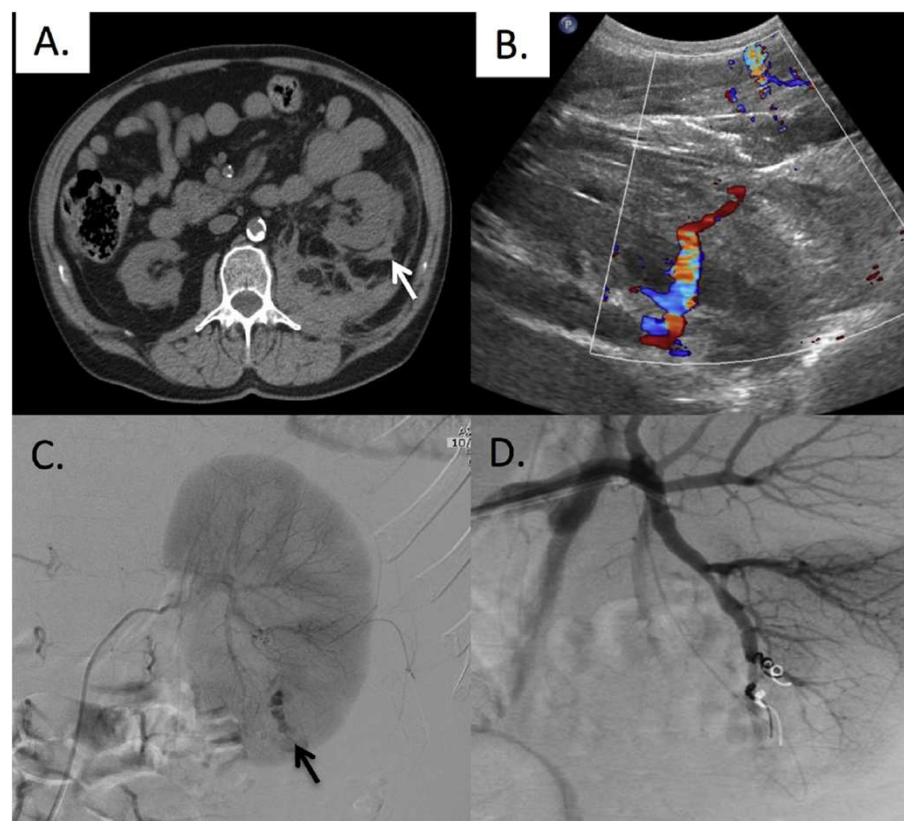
Imágenes donde se muestra sangrado como complicación de la biopsia. En el TC abdominal se identifica un sangrado retroperitoneal adyacente a riñón izquierdo (A). La ecografía doppler muestra sangrado activo tras biopsia (B). Fluoroscopia muestra sangrado persistente (C). Embolización con coils del vaso sangrante (D). Luciano L. et al. Am J Kidney Dis 73, 2019
